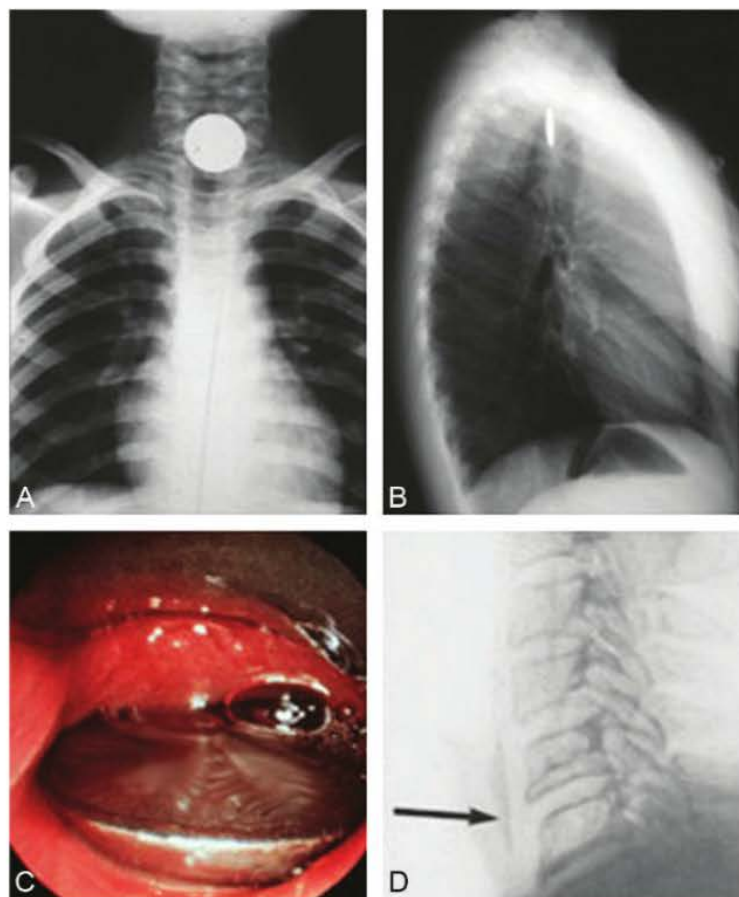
Corps étranger radio-opaque œsophagien (pièce de monnaie) facilement reconnaissable sur une radiographie de thorax de face (A).
